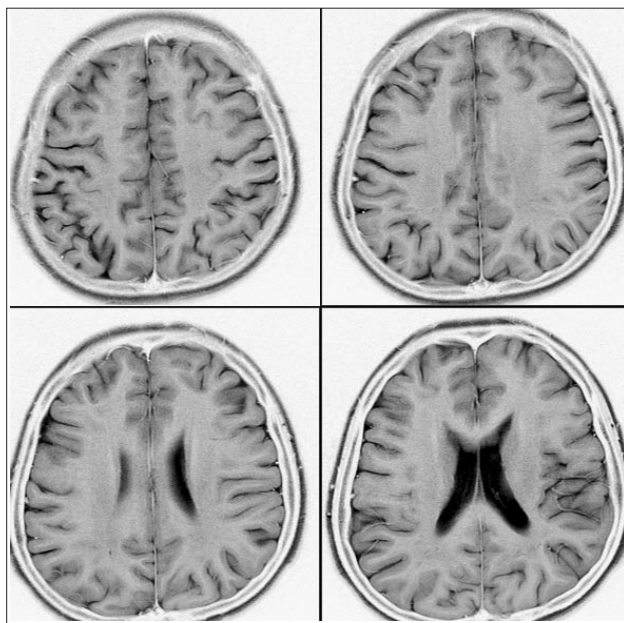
Магнитно-резонансные томограммы в аксиальной проекции изображение view inverse. При пристальном изучении можно найти косвенные признаки, указывающие на патологическую зону. Прямая визуализация патологического костного образования за пределами разрешающей способности МРТ.
